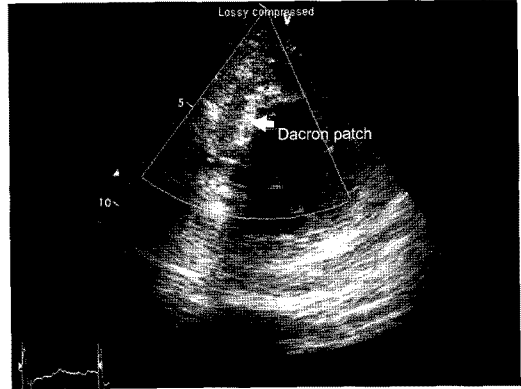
Postoperative echocardiogram shows intact ventricular septum.
